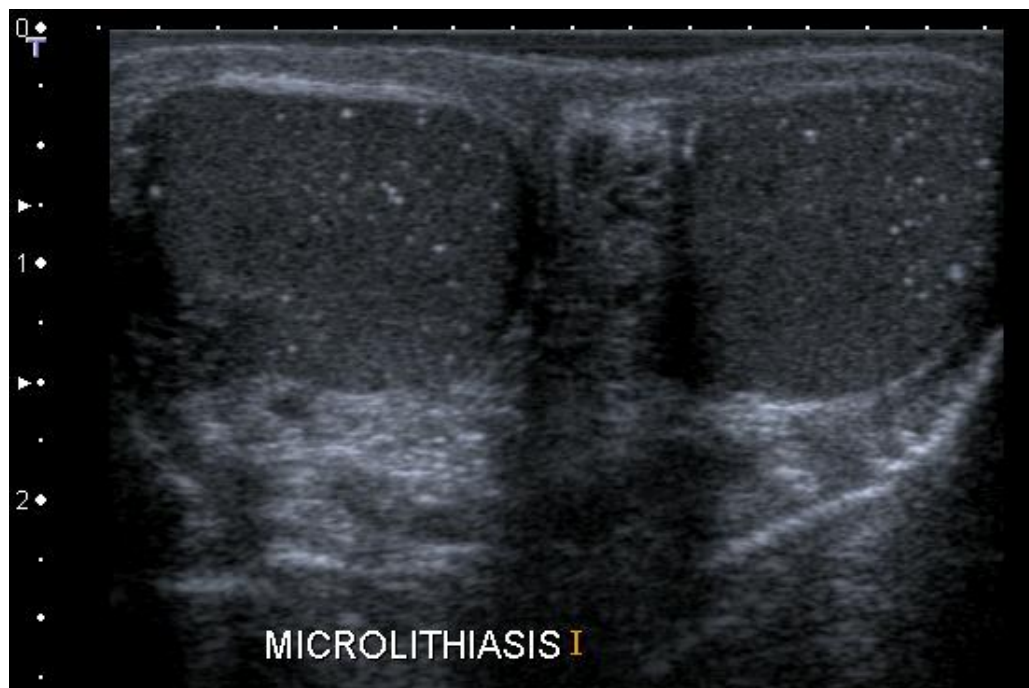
Sonographischer Aspekt einer Mikrolithiasis. Beidseits sind intratestikulär eine hohe Zahl kleiner Kalzifikationen zu beobachten. Der Patient fiel im Rahmen dieser Studie auf.
